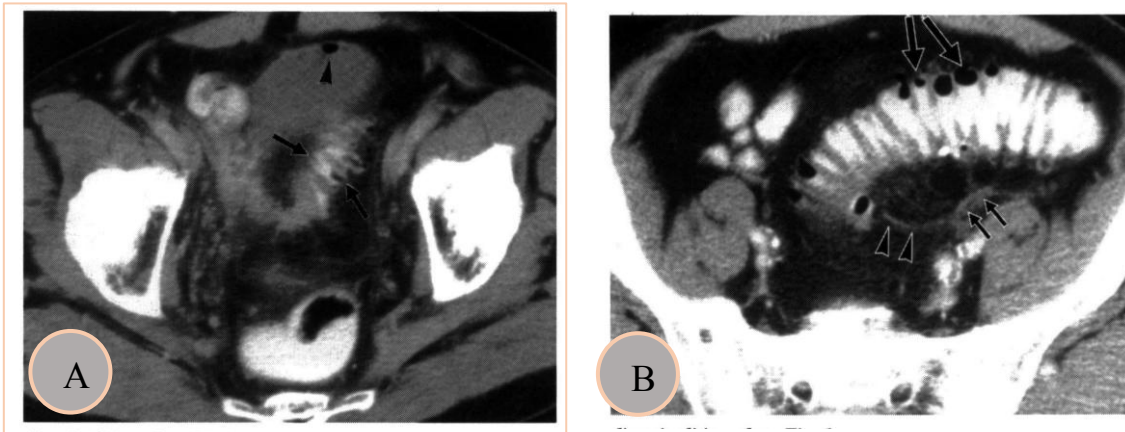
КТ органов брюшной полости и малого таза после ректального и внутривенного введения йодсодержащего контрастного вещества.
